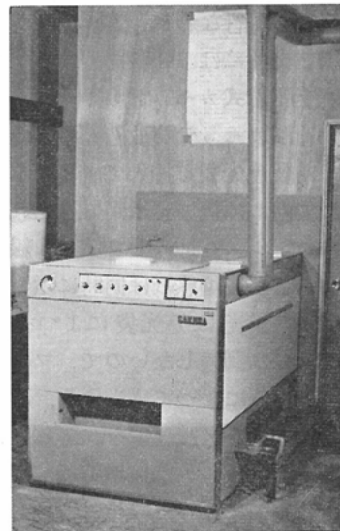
Automatic processor for medical X-ray color film.
